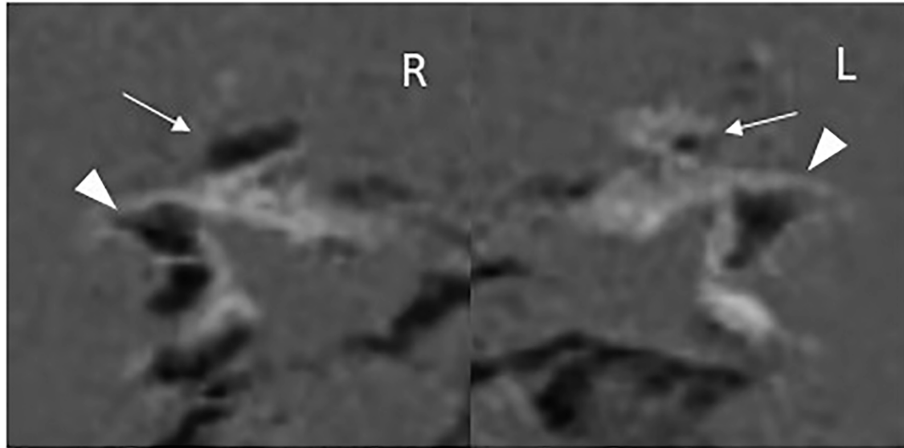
SLC26A4遺伝子の病的バリエーションを有する症例における内耳造影MRI所見 (文献18より改変)
